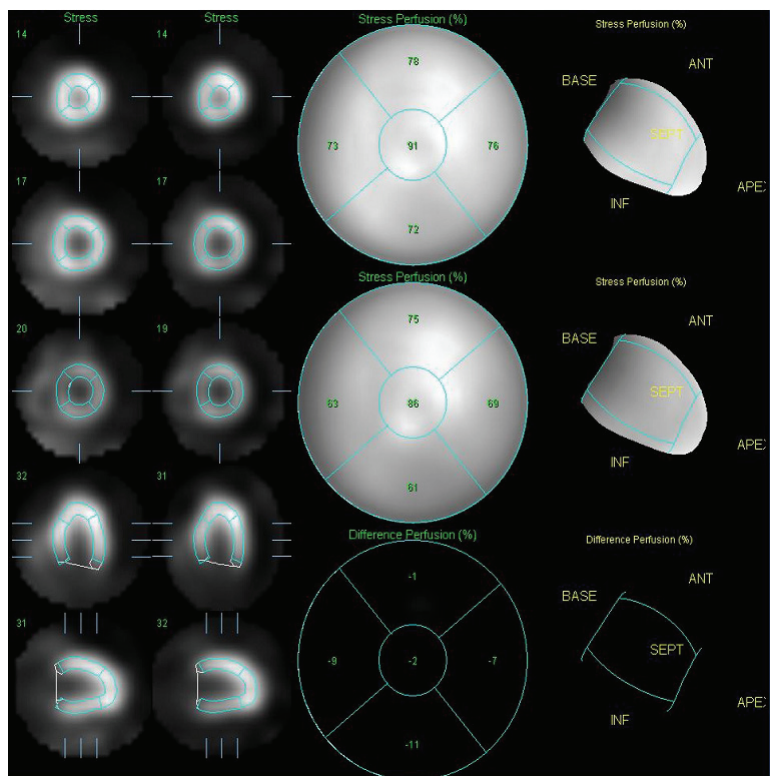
Comparison of CT AC and Non AC. ^{201}Tl myocardial exam with Symbia T2 into 5 sections by using Cedars Sinai's QPS program - Ant, Inf, Lat, Septum, Apex.
